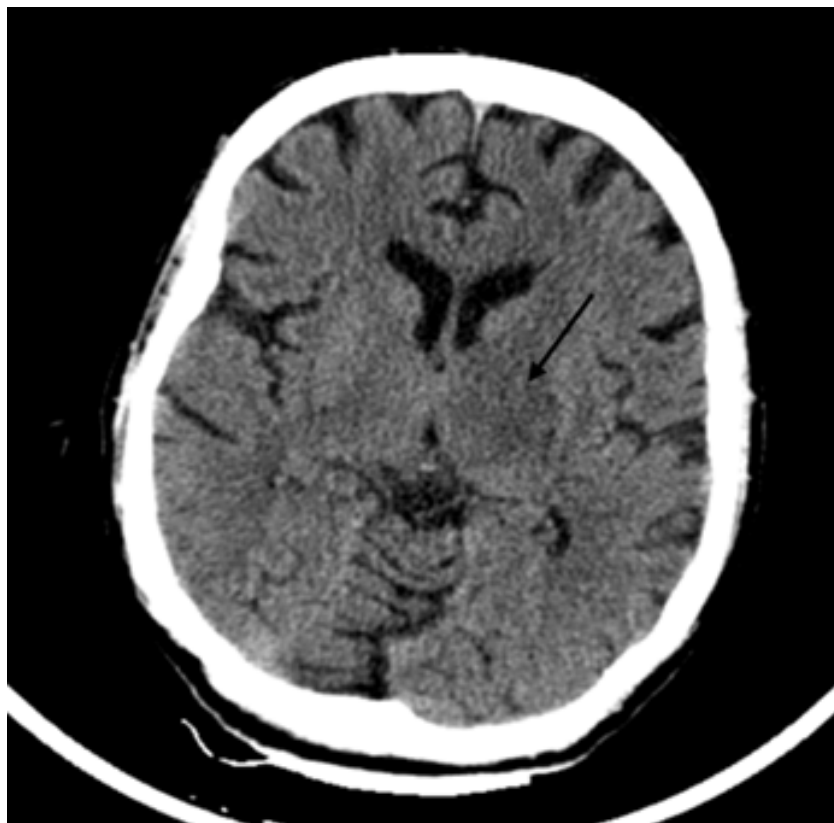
Tomografia computadorizada cranioencefálica inicial evidenciando assimetria nos núcleos da base, com hipodensidade à esquerda, mantendo-se preservada a diferenciação cortico-subcortical entre a substância cinzenta e a substância branca (→).
